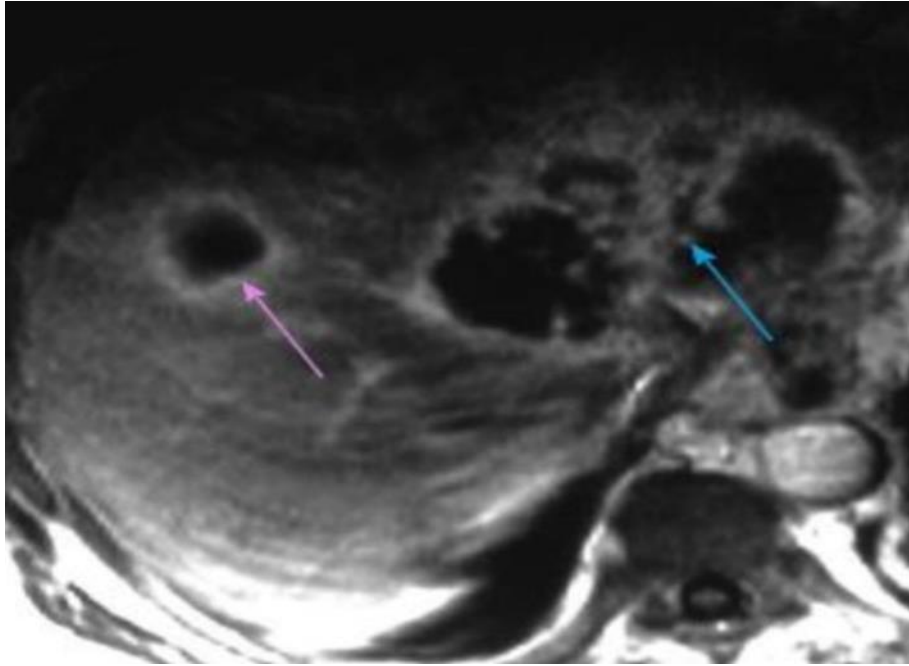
Image d'IRM hépatique en coupe axiale montrant un kyste hydatique sous la forme d'une lésion kystique multiloculaire ; indiquant la présence de kystes filles (flèche bleu clair). Une seconde lésion uniloculaire plus petite avec rehaussement périphérique du contraste est également observée (flèche rose) [41].
